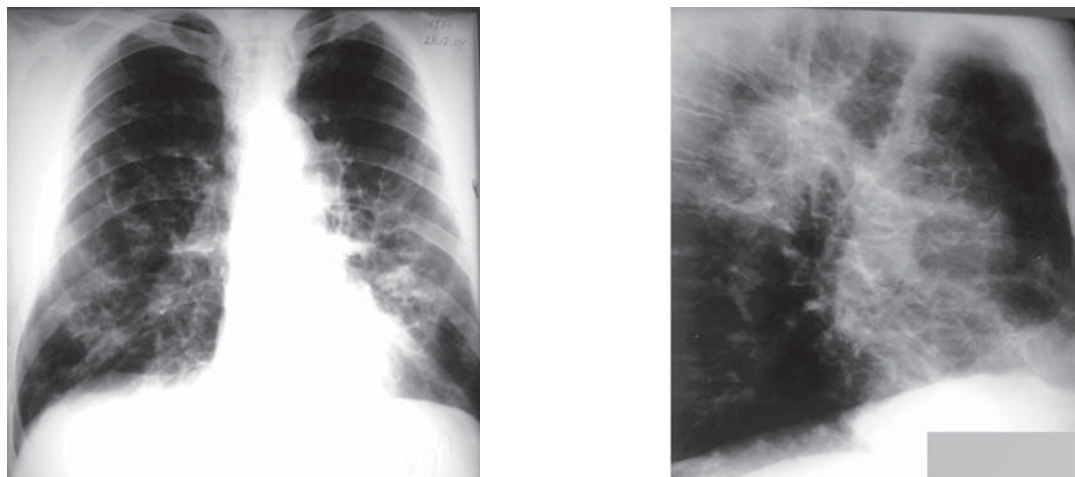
Radiografia cutiei toracice față și profil drept: Multiple opacități inelare de diferite dimensiuni în câmpurile pulmonare medii și inferioare bilateral, cu predilecție în regiunile parahilare bilateral
